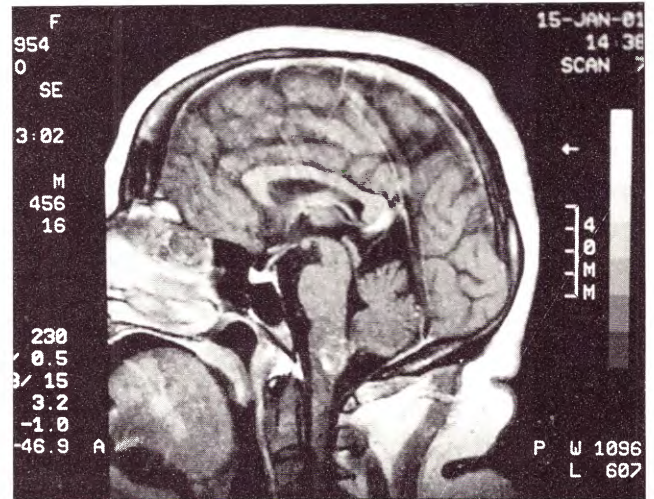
IRM sagital preoperatoria. Cavernoma de cara posterior y pial del bulbo.
